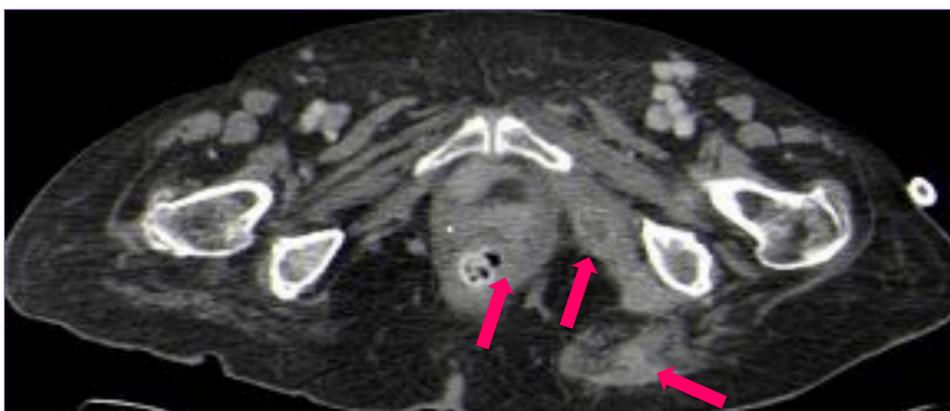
TC de pelvis con contraste iv. Mujer. 75 años. Diabética. Fiebre y signos de infección en paciente intervenida hace 10 años de cistocele con colocación de malla. Aumento del grosor del elevador del ano y obturador interno (flecha) en el que se identifica una colección hipodensa con realce periférico compatible con absceso (flecha). Asocia estriación de la grasa y un trayecto fistuloso (no mostrado) hacia glúteo mayor derecho que muestra aumento de volumen y realce (flecha).
